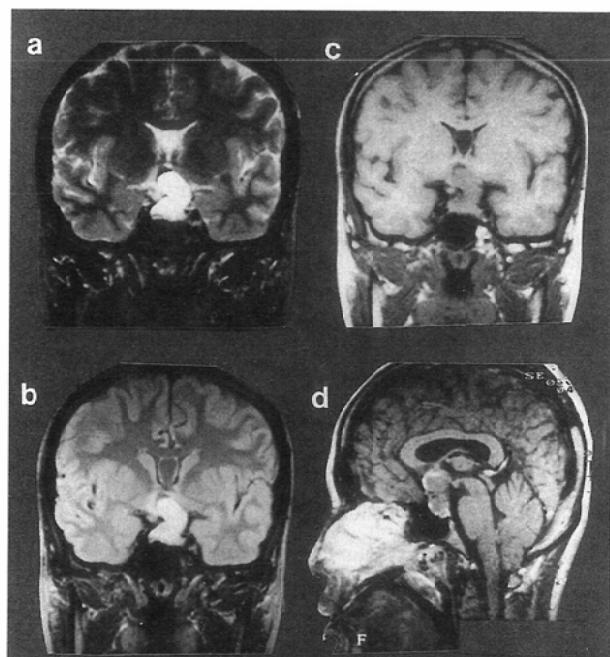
MR images of intra-and supra-sellar mass in T₂WI(a), PDI(b), non-enhanced T₁WI(c) and enhanced T₁WI with Gd-DTPA(d).
